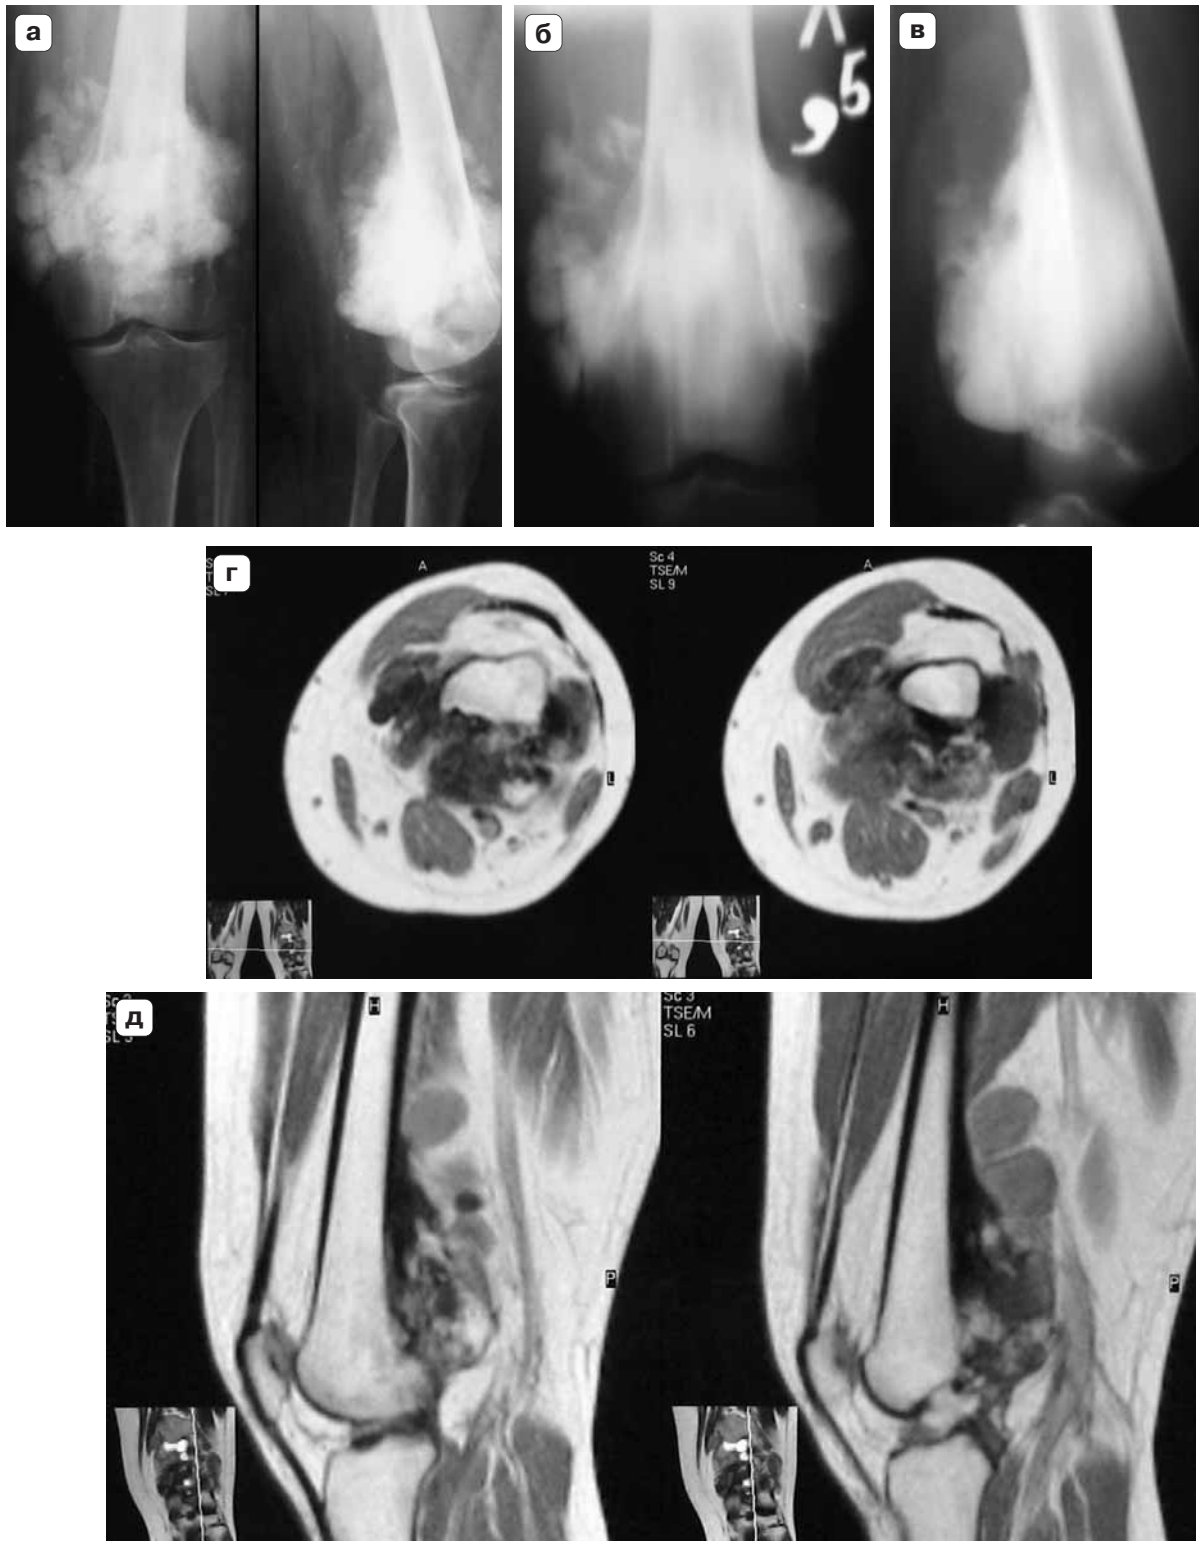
Параостальная остеогенная саркома, по задней поверхности дистального метафиза бедра дополнительное образование костной плотности. а – рентгенограмма коленного сустава в прямой (слева) и боковой (справа) проекциях; б – линейная томограмма в прямой проекции; в – линейная томограмма в боковой проекции; г – МР-томограмма в аксиальной проекции в T2ВИ; б – линейная томограмма в прямой проекции; в – линейная томограмма в боковой проекции; г – МР-томограмма в аксиальной проекции в T2ВИ. д – МР-томограмма в сагиттальной проекции в T2ВИ.
